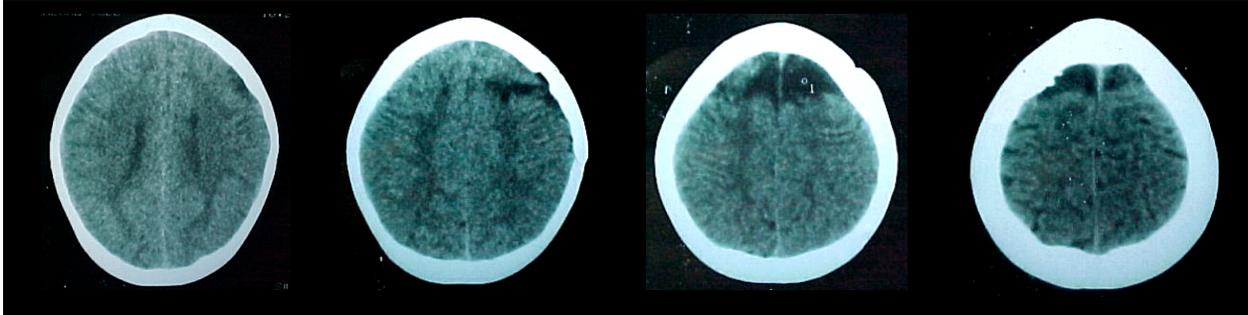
TC simple del 9 de enero del 2004.
